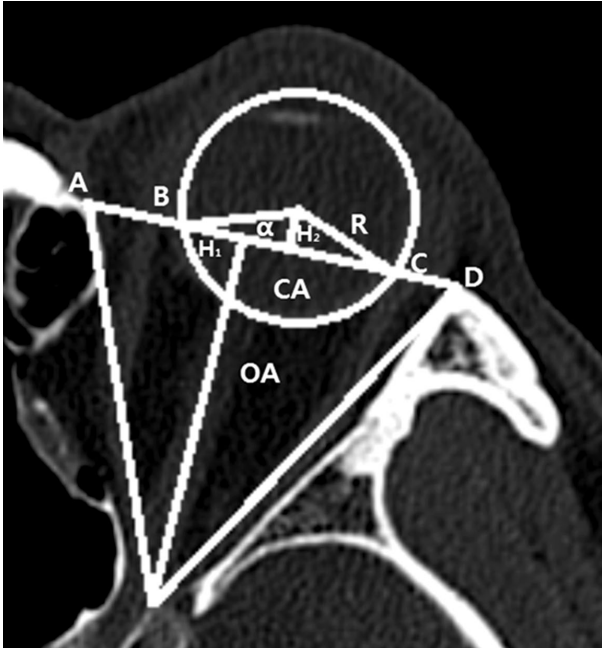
Measurements of orbital parameters on axial computed tomography. CA = cord area; OA = orbital area; R = radius. A: Medial wall of the ethmoidal lamina papyracea; B, C: The point of intersecting the globe with the triangle; D: Lateral anterior zygomatic emergence; H₁: Height of orbital triangle; H₂: Height of triangle; α : The triangle.
